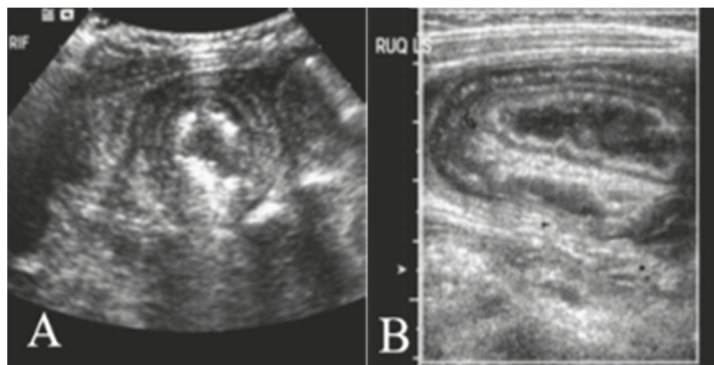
Imagini ecografice. A secțiune transversală (cocardă); B secțiune longitudinală (pseudorinichi)
